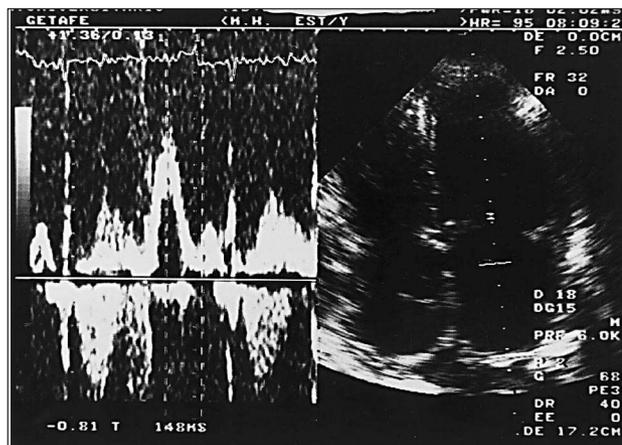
Registro Doppler de flujo transmitral de llenado ventricular izquierdo en un paciente con cardiopatía restrictiva terminal secundaria a amiloidosis. Obsérvese el acortamiento del período de desaceleración diastólica, con un valor de 148 ms y la relación aumentada (> 2) entre el valor de la velocidad pico de la onda E inicial y de la onda A de contracción auricular.
